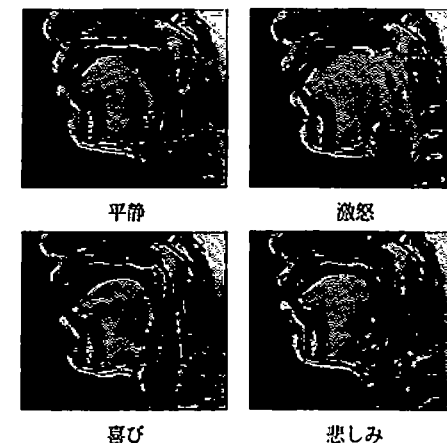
平静、激怒、喜び、悲しみの感情下における「ええ」発話時の正中矢状断面 (身体を左右に分ける断面) における MRI データ
